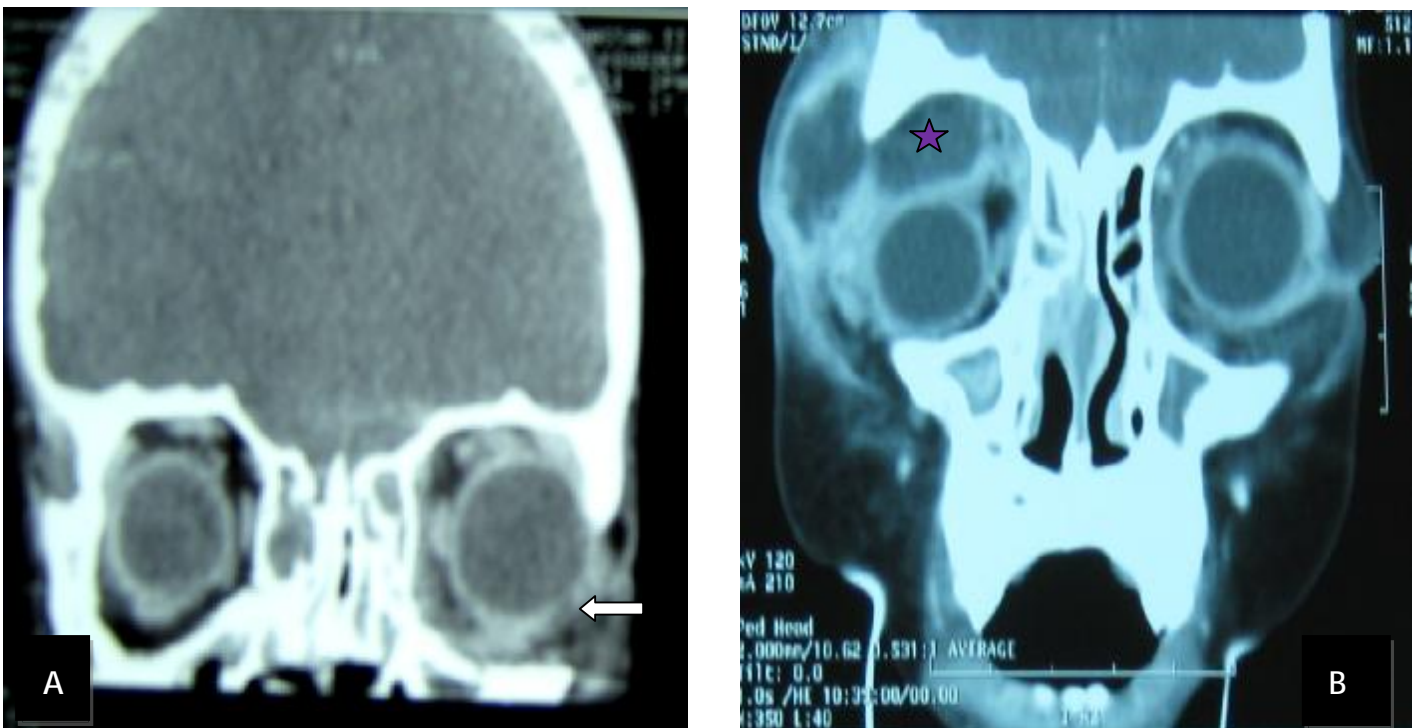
TDM en coupe coronale chez des patients hospitalisés en Service d'ORL CHU HASSAN II Fès:
